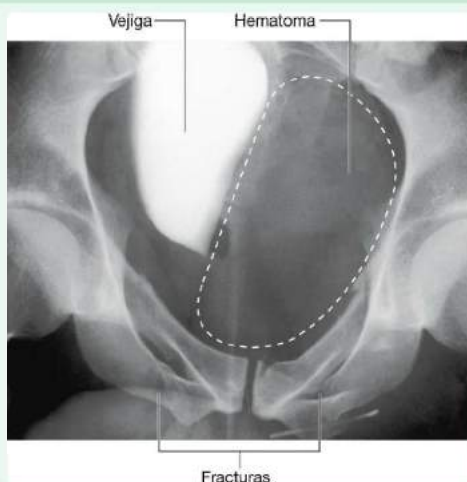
Fracturas múltiples de la pelvis. Radiografía con contraste en la vejiga. Una gran acumulación de sangre está deformando la vejiga.
